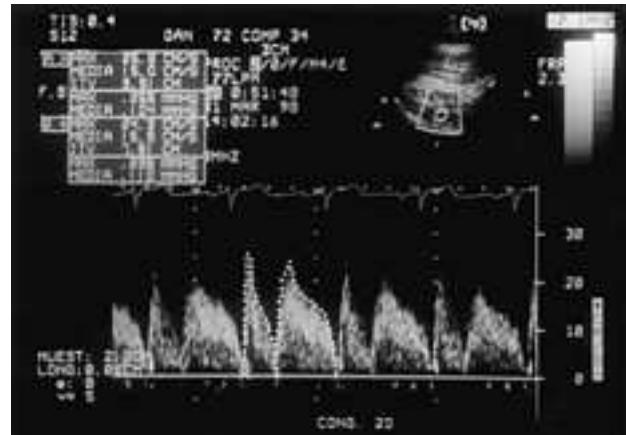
Registro por Doppler pulsado de la curva de velocidades del flujo de un injerto de arteria mamaria interna (AMI) normofuncionante. Obsérvese cómo la integral (ITV) de la curva de velocidades máximas del componente diastólico del flujo (B) es superior a la del componente sistólico (A) (7,81 frente a 3,91 cm), indicando la existencia de una mayor cantidad de flujo en diástole, cuando las resistencias arteriales coronarias son más bajas.
